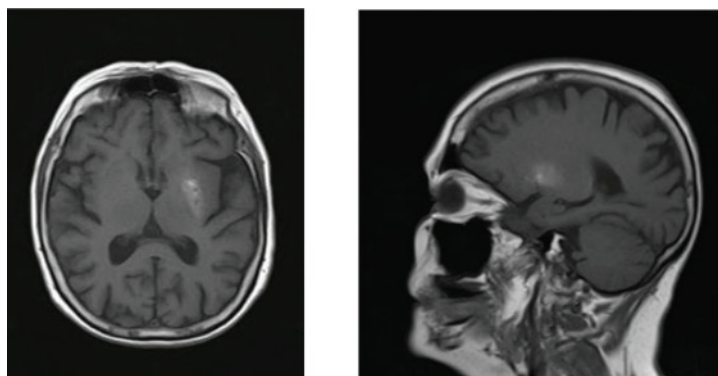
Resonancia magnética cráneo secuencia T1: hiperintensidad putamen izquierdo.
